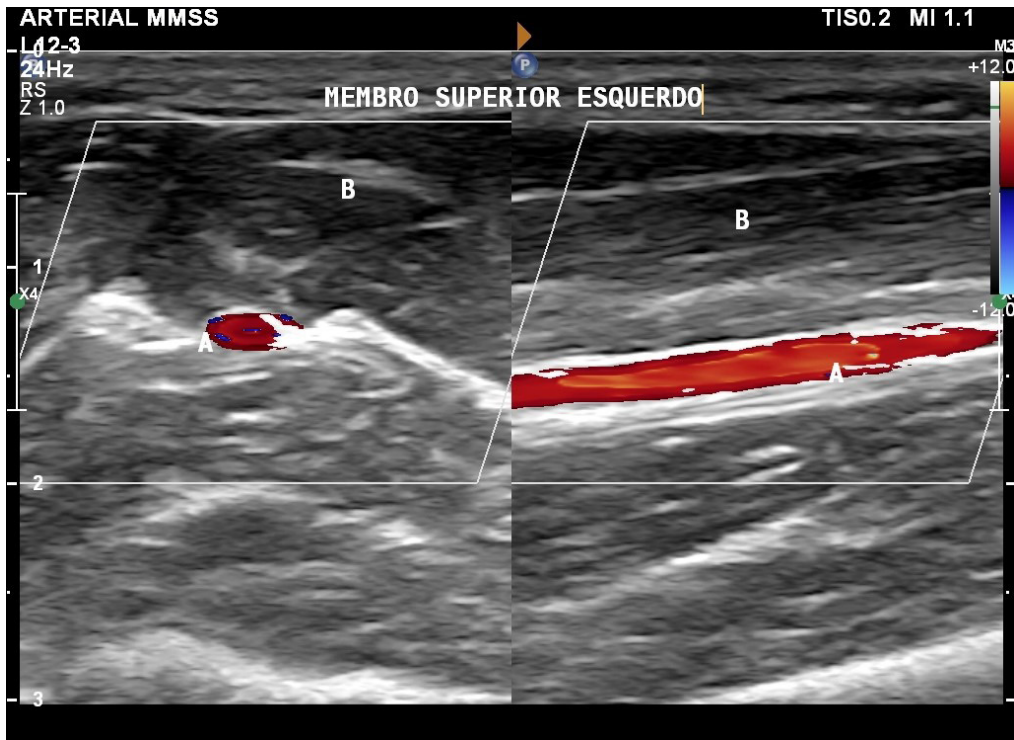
Ecodoppler do membro superior esquerdo com a artéria ulnar em seu trajeto usual, demonstrando à esquerda o corte transversal e à direita o corte longitudinal. Está indicado em A) artéria ulnar, e B) músculos flexores do antebraço.
